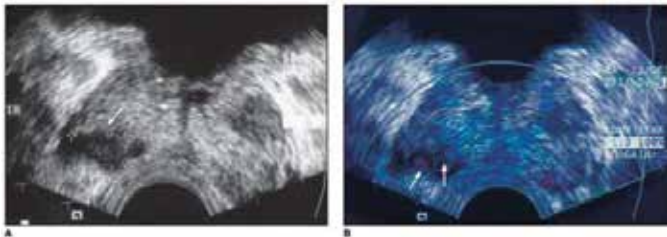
CaP: Nódulo hipoeicoico na zona direita (A). Ao Doppler colorido observa-se foco de hipervascularização no seu interior (B)
